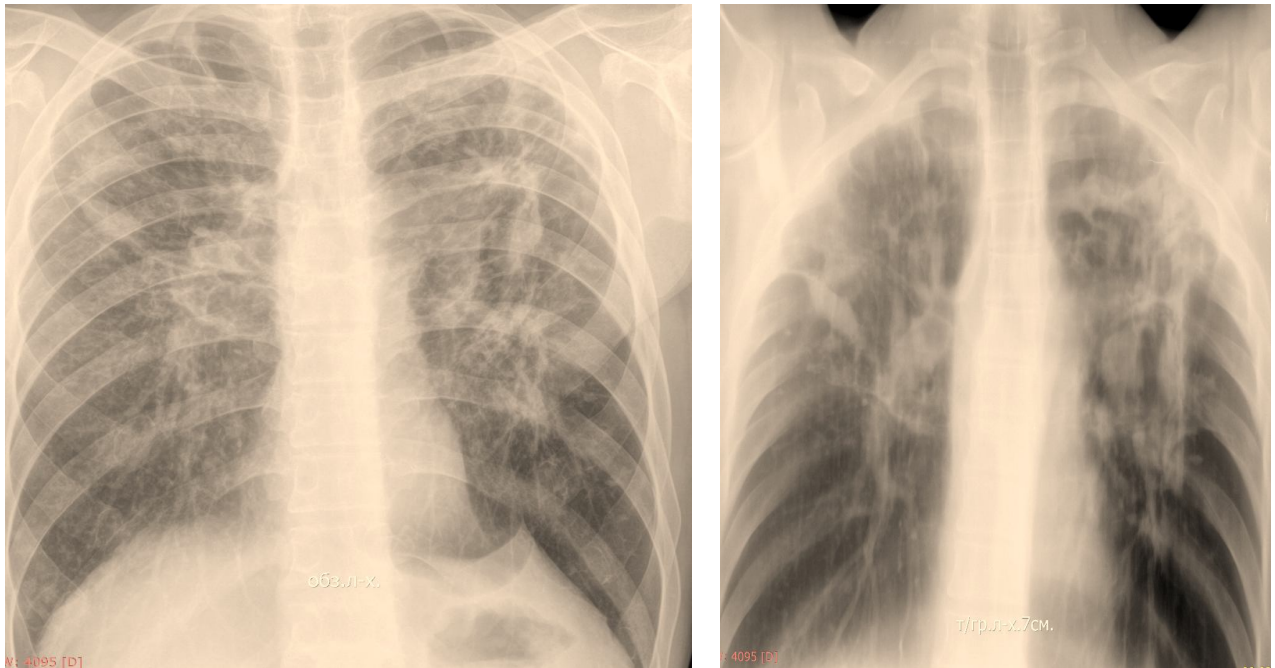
Обзорная рентгенограмма и срез линейной томограммы органов грудной клетки в динамике больного М. на этапе фазы продолжения химиотерапии после 12 мес. лечения
